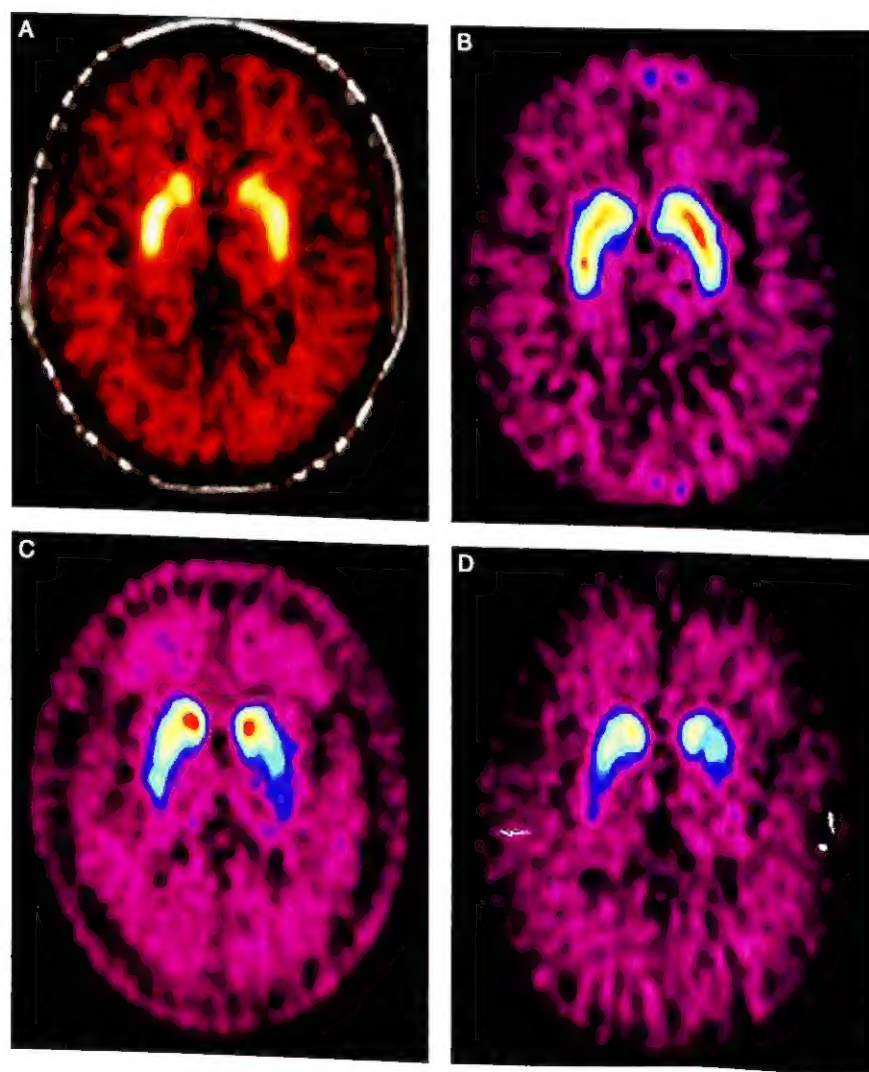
^{18}F -FP-CIT PET 显像脑多巴胺转运体
